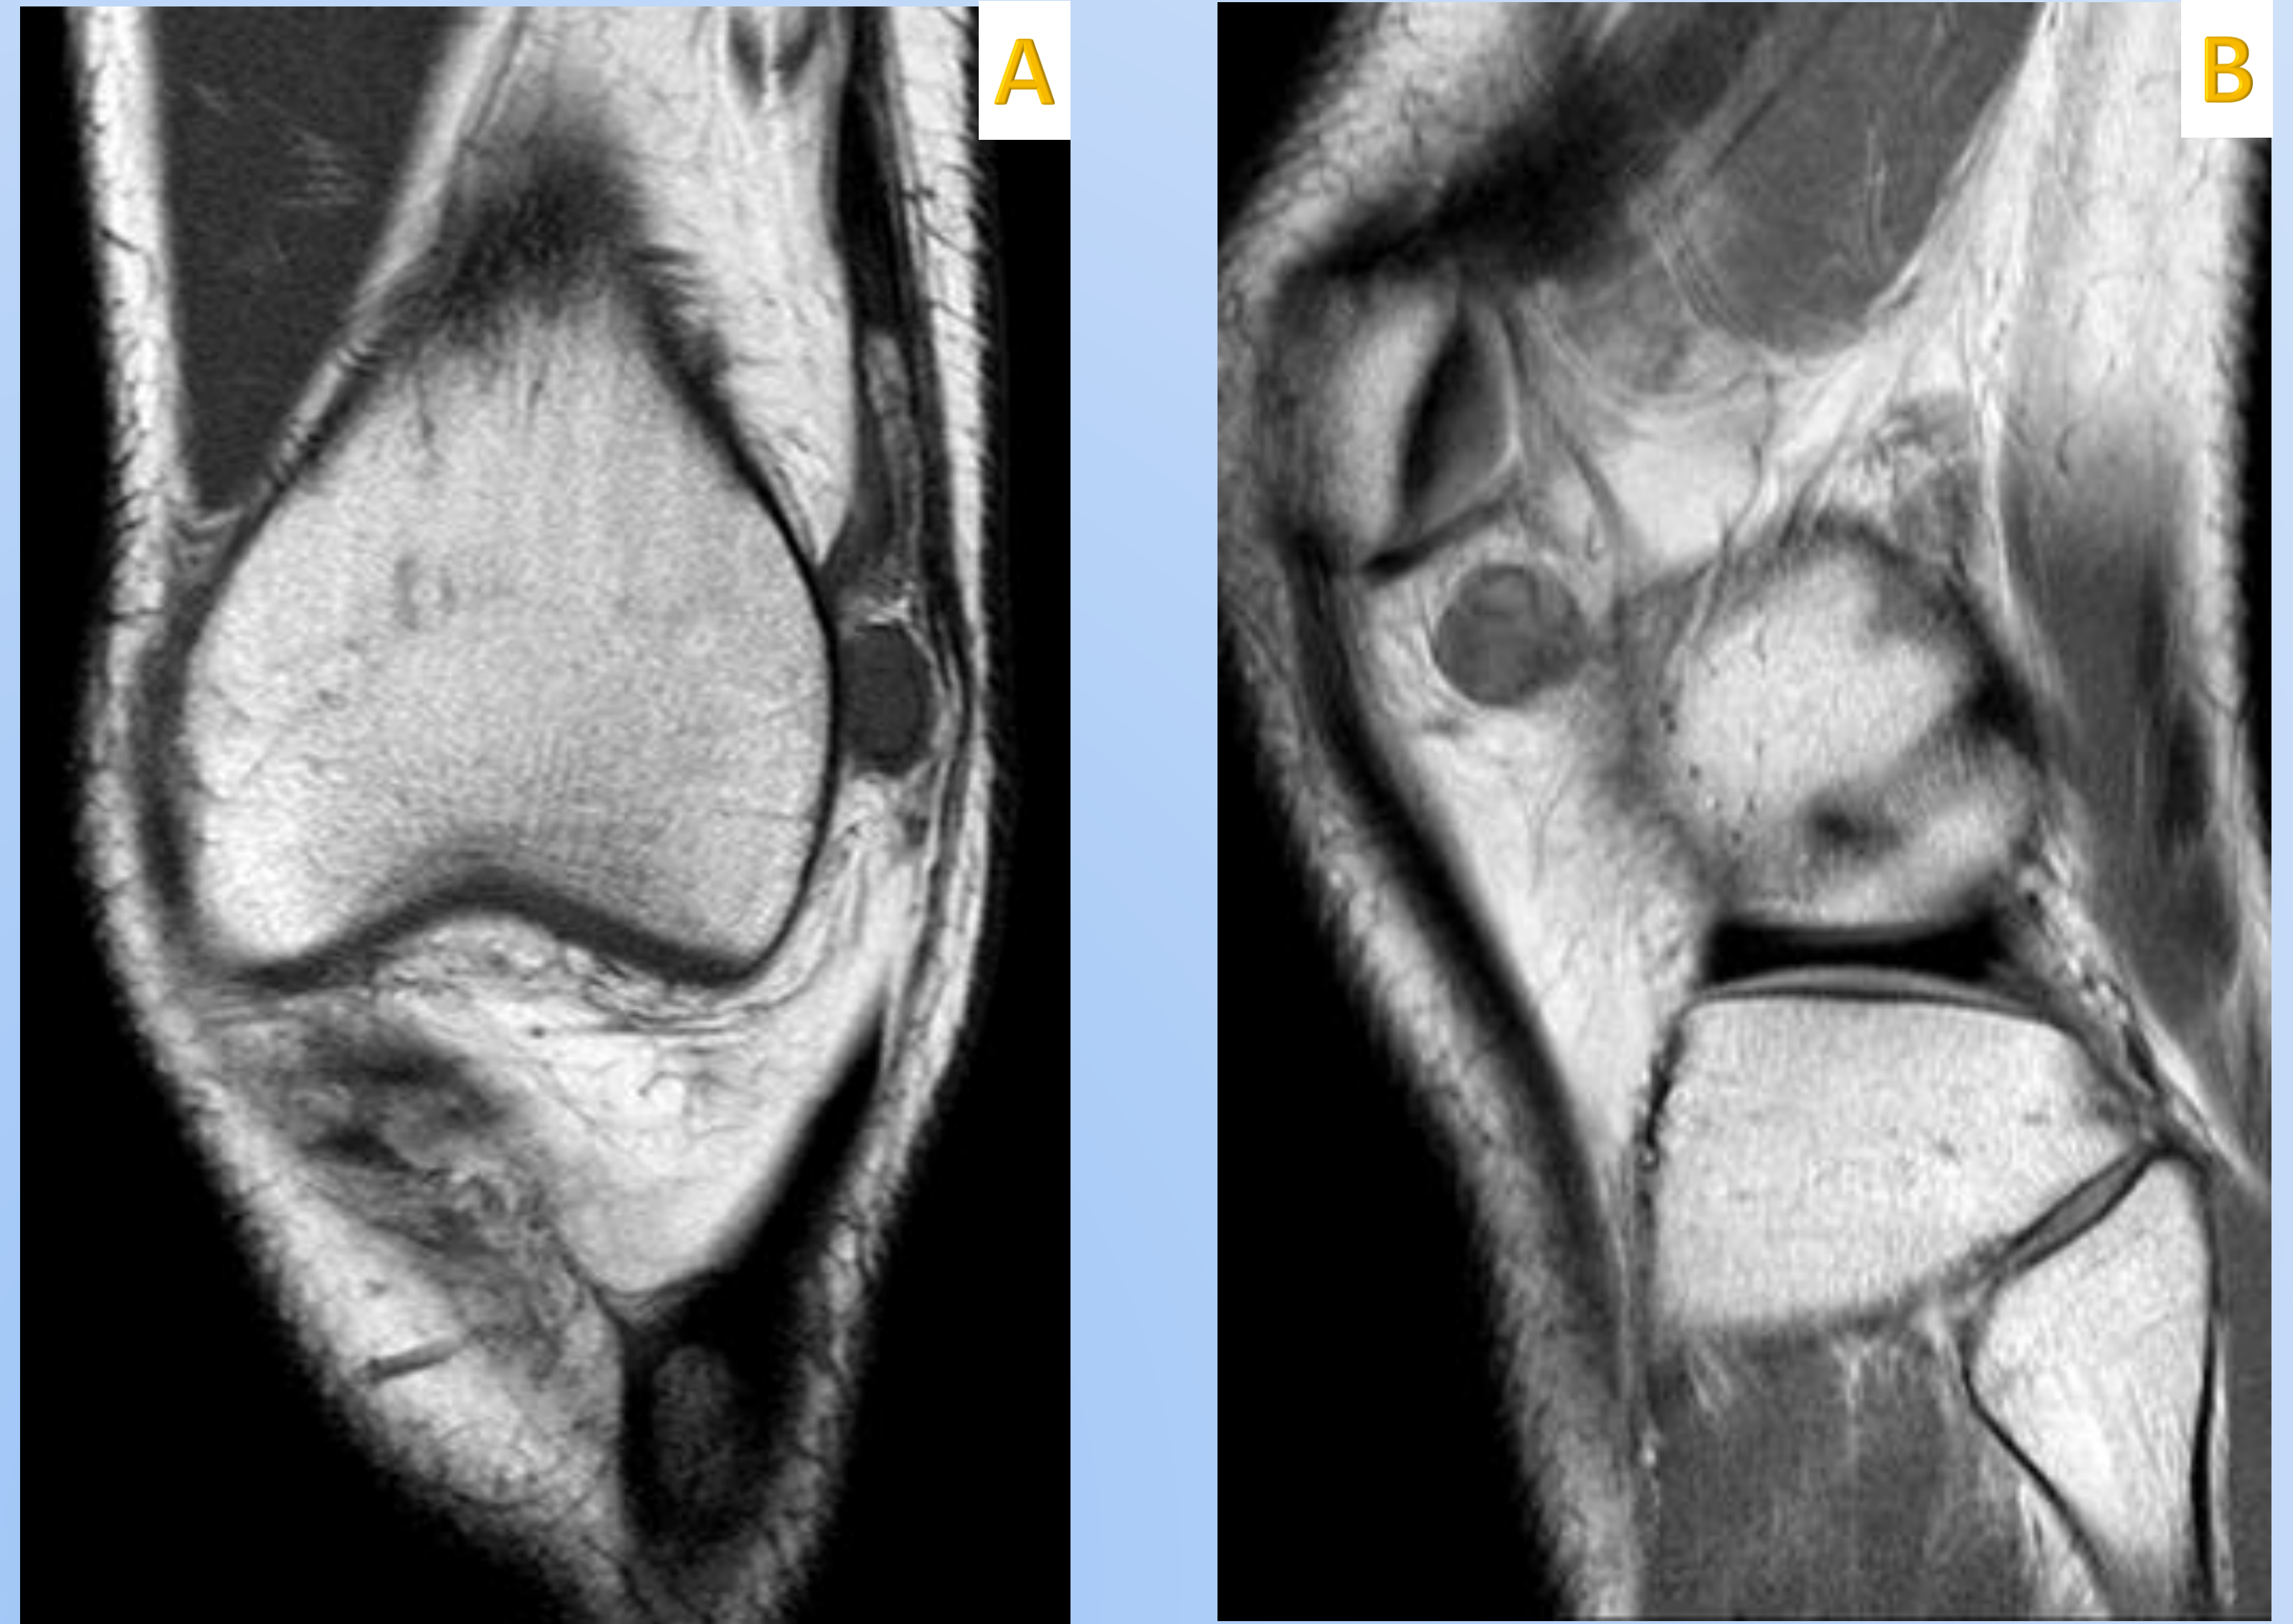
Cortes coronal (A) y sagital (B) de RMN de rodilla izquierda donde se puede apreciar la presencia de lesión nodular, bien delimitada, adyacente a ligamento lateral externo.
